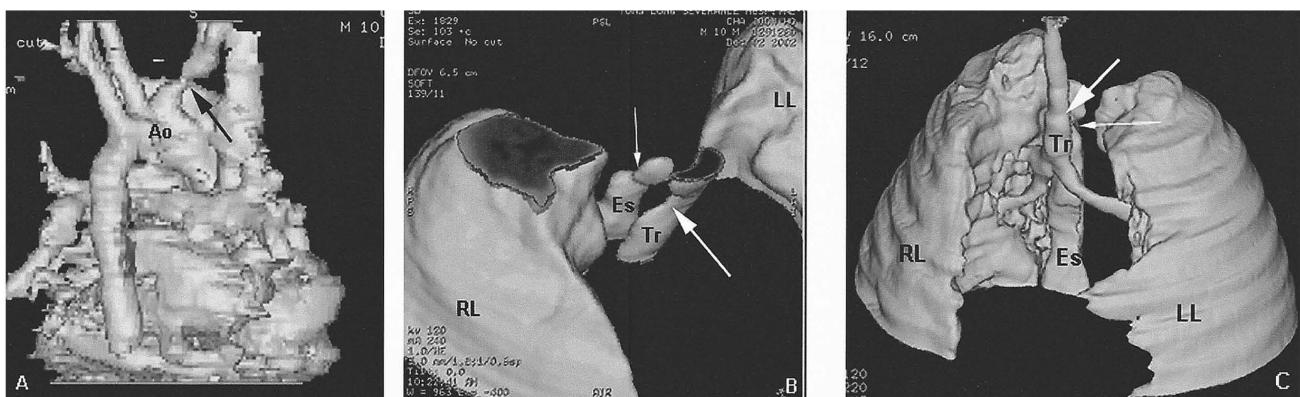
A; The left posterior oblique view of great vessels and heart in preoperative 3-D reconstruction of chest CT scan is showing an indentation (black arrow) of the innominate artery that was made by compression of the trachea. B; The superior right anterior view of trachea, esophagus and lung in preoperative 3-D reconstruction of chest CT scan is showing a depression (white large arrow) of the trachea that would be made by innominate artery and the esophageal anastomosis site (white small arrow). C; The left anterior oblique view of trachea, esophagus and lung in postoperative 3-D reconstruction of chest CT scan is showing no depression (white large arrow) of the trachea but showing the persistent existence of the esophageal anastomosis site (white small arrow).
